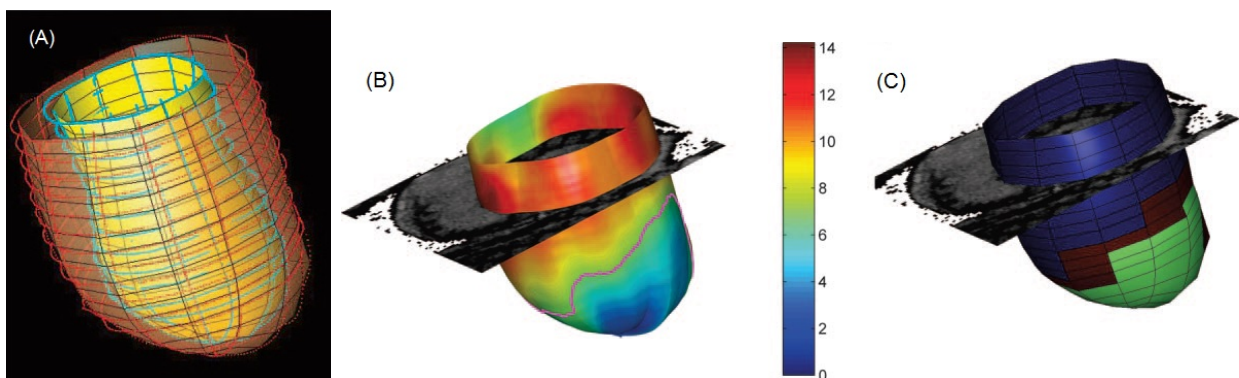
(A) ricostruzione ventricolare a partire da immagini MRI in asse lungo e in asse corto. (B) Mappa della distribuzione degli spessori ventricolari, i valori della scala sono riportati in mm. (C) Attribuzione della zona fisiologica (blu), di transizione (rossa) e ischemica (verde) in corrispondenza della mesh ventricolare [11].
